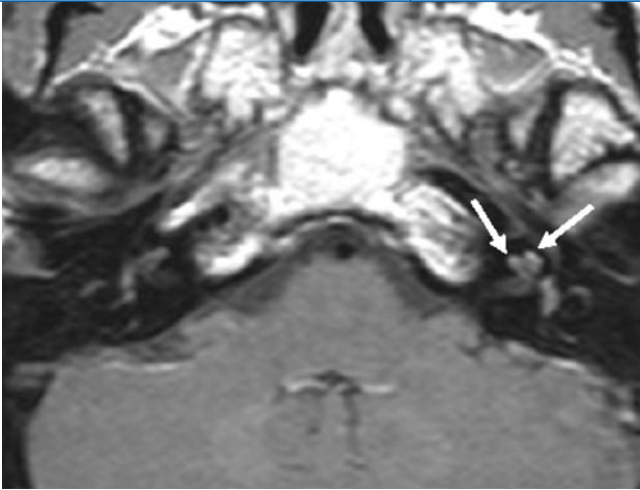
◀ Schläfenbein-MRT, T1-Wichtung, axial. Diskretes Kontrastmittelenhancement im Bereich der linken Kochlea (Pfeile)
